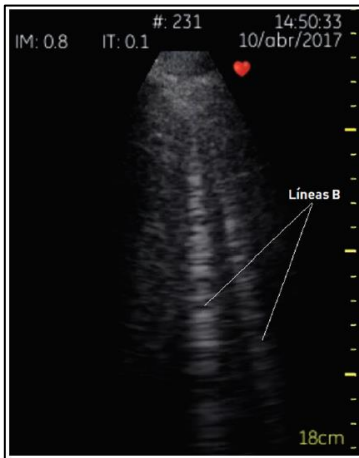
Adquisición de ultrasonido pulmonar. Se muestran 2 líneas B (artefactos verticales) señalados con líneas A.
